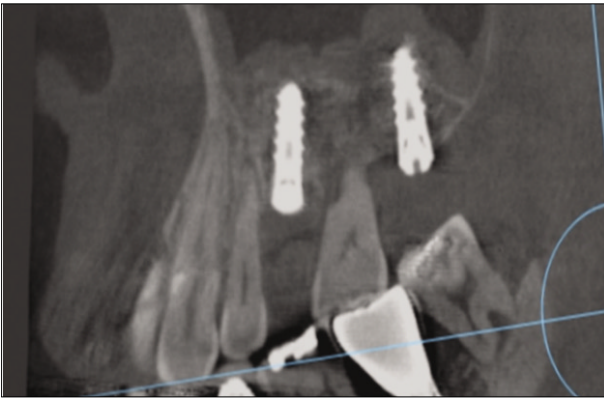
Follow up CT after 6 months after the operation. Implants were well maintained without bone loss.
